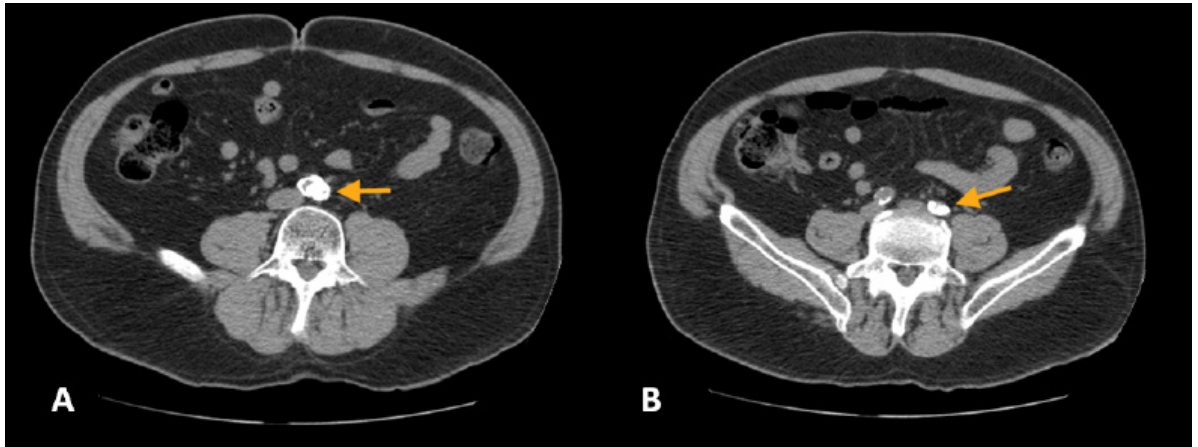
Angiotomografía sin contraste en cortes axiales. A) A nivel proximal de la arteria ilíaca primitiva izquierda se observa lesión suboclusiva excéntrica, el calcio compromete casi la totalidad del lumen B) A nivel distal de la arteria ilíaca primitiva izquierda se observa lesión severa excéntrica.
